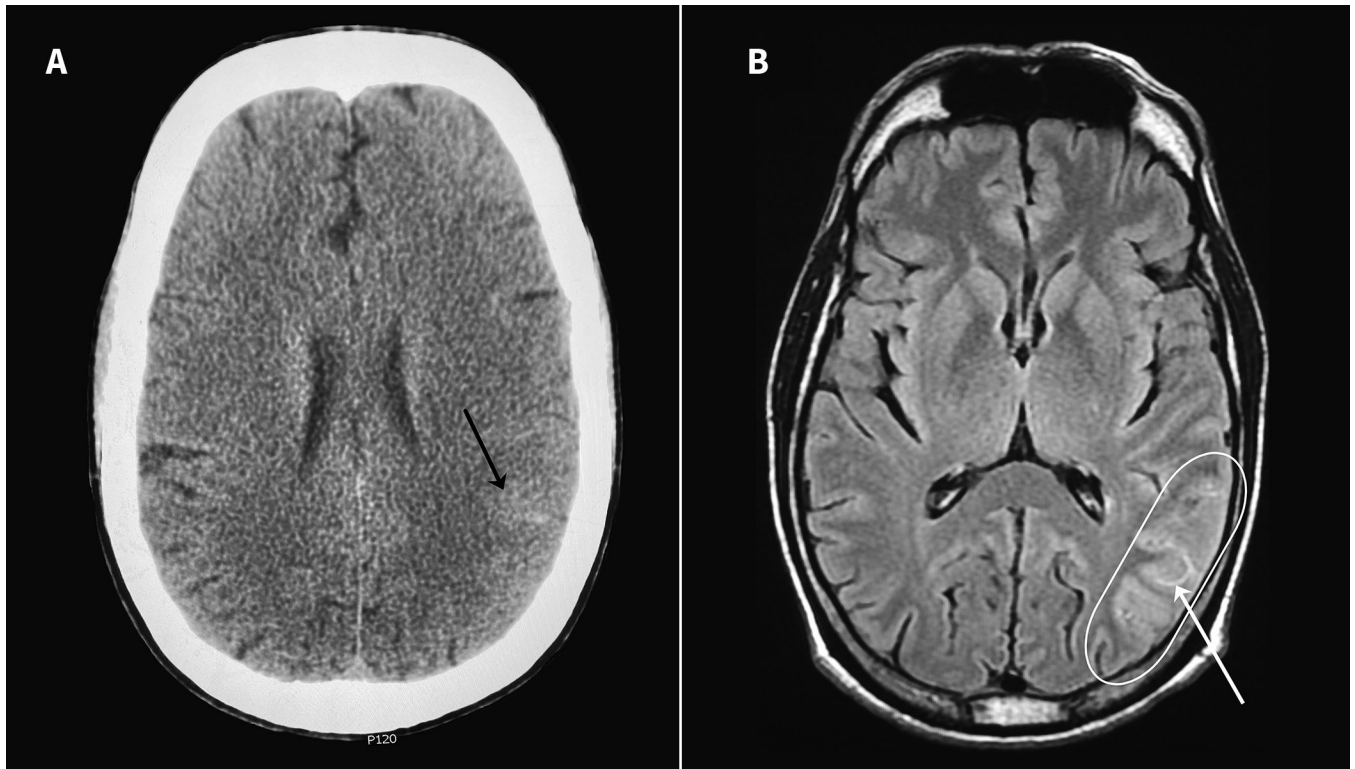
Images en coupe axiale tirées A) de la tomodensitométrie cérébrale et B) de l'imagerie par résonance magnétique cérébrale en séquence FLAIR (fluid-attenuated inversion recovery); on y voit un AVC ischémique aigu dans les régions pariétale et temporale gauches (ovale) et des signes d'hémorragie sous-arachnoïdienne de la convexité localisée (flèches noires et blanches).
